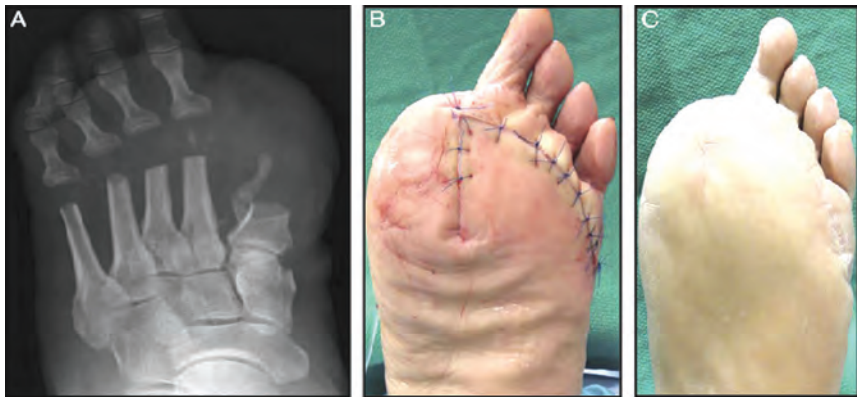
Післяопераційна картина: А) Рентгенологічні дані В) Шви накладені на операційну рану та С) Вигляд стопи через 3 місяці після операції
